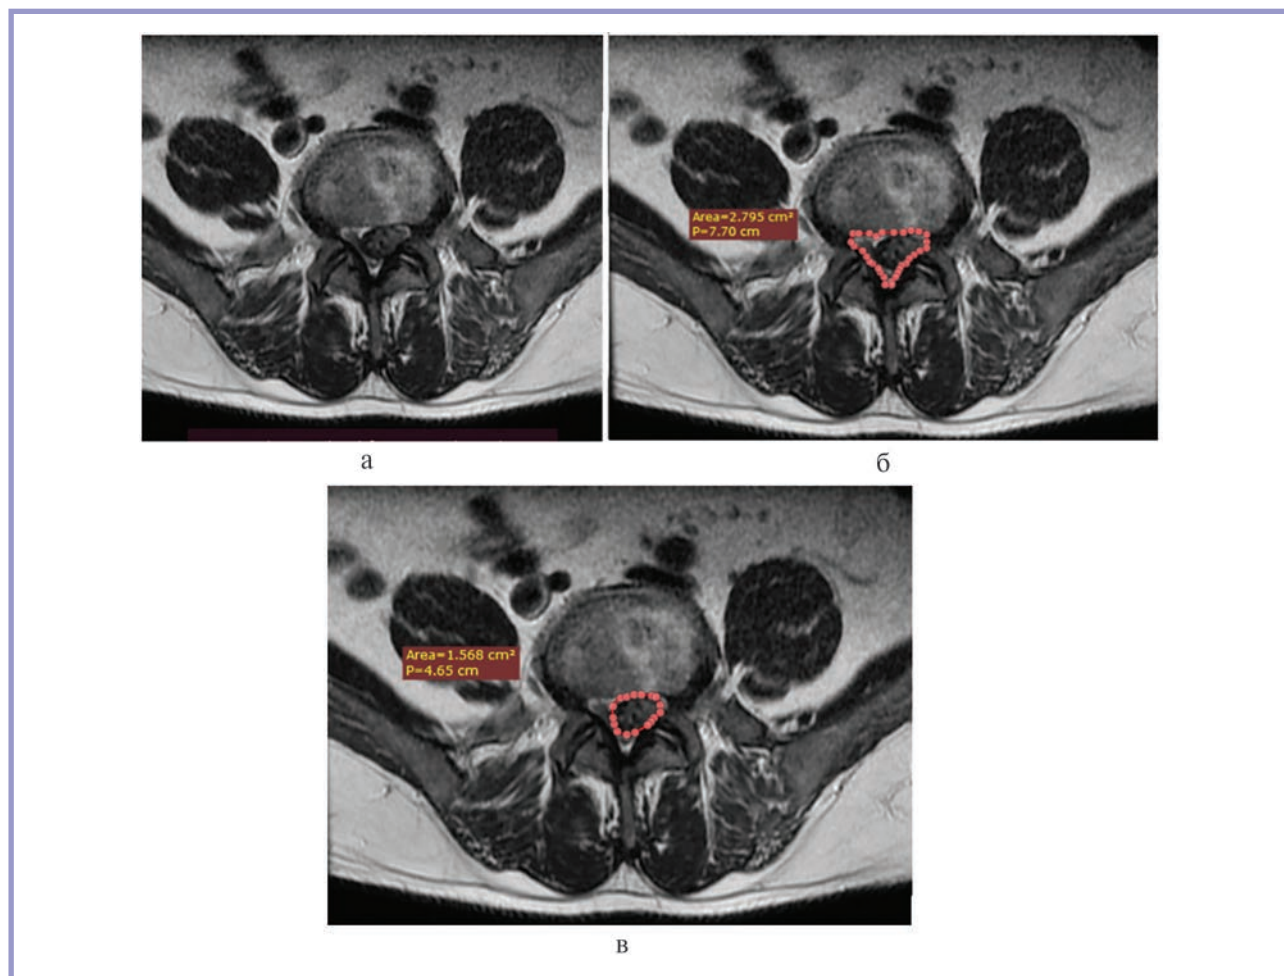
Аксиальная МРТ пациента П., 54 года, с СКХ, обусловленным острой экстррузией МПД на уровне $L_{IV}-L_V$.
